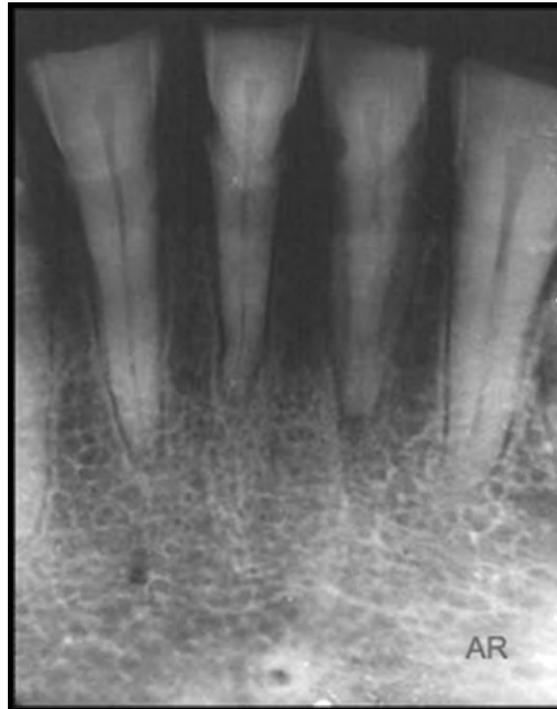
radiografía periapical donde se observa claramente pérdida ósea por presentar periodontitis.
